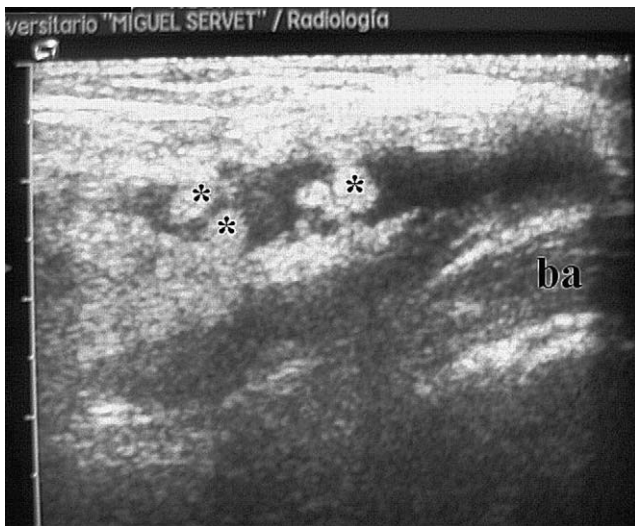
Ecografía. Imagen longitudinal en la fosa antecubital del codo. Masa de ecoestructura mixta, con un contenido líquido anecoico y zonas hiperecoicas que parten desde su pared en forma de vellosidades (*). La lesión se encuentra en la ubicación característica de la bursa bicipitorradial, por encima de la inserción del tendón braquial anterior (ba).
